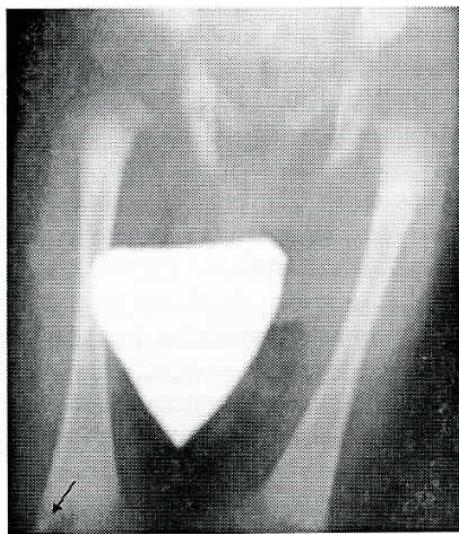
Radiografia óssea dos Joelhos e Ancas (Caso 1): Reacção perióssea na metáfise distal do fêmur direito.
